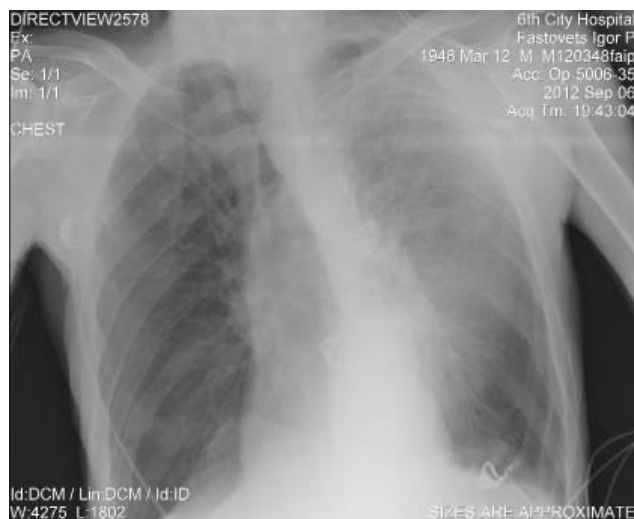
Рентгенограмма ОГК при поступлении в стационар.
